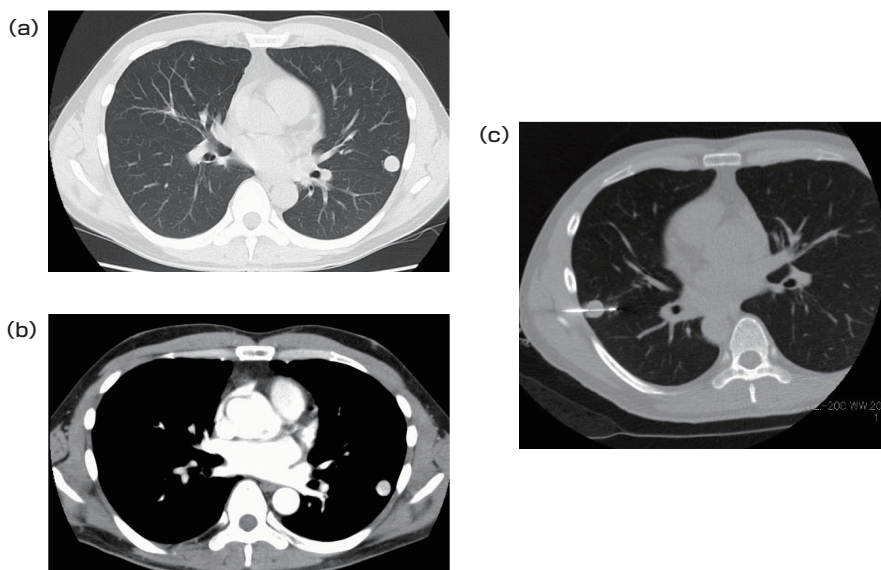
CT(a:肺野条件, b:縦隔条件)にて左肺上葉にS5に長径14mmの辺縁整な円形の結節を認め、転移が疑われた。気管支鏡でのアプローチが困難と考えられ、CTガイド下生検が施行された(c)。
